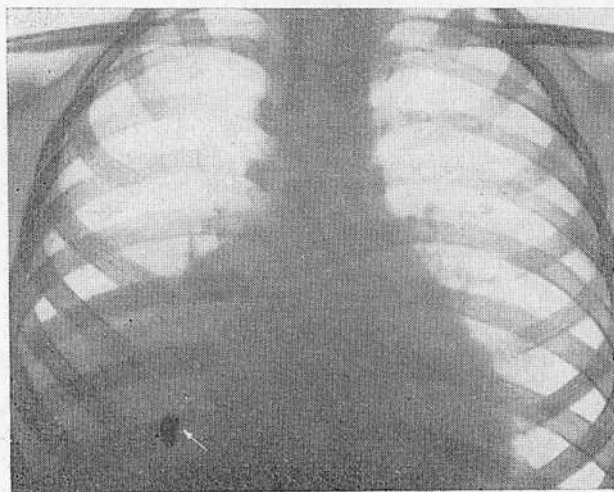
Рентгенограмма грудной клетки в передней проекции ребенка 7 лет.
